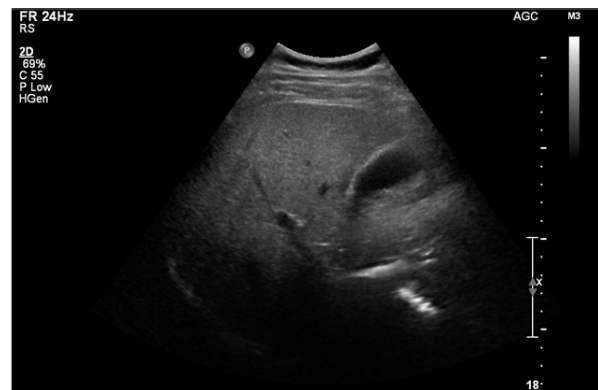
This photo shows fatty liver by a ultrasound. The fatty liver has a higher brightness, stronger echogenicity and acoustic shadowing compared to the normal liver on sonographic findings.
